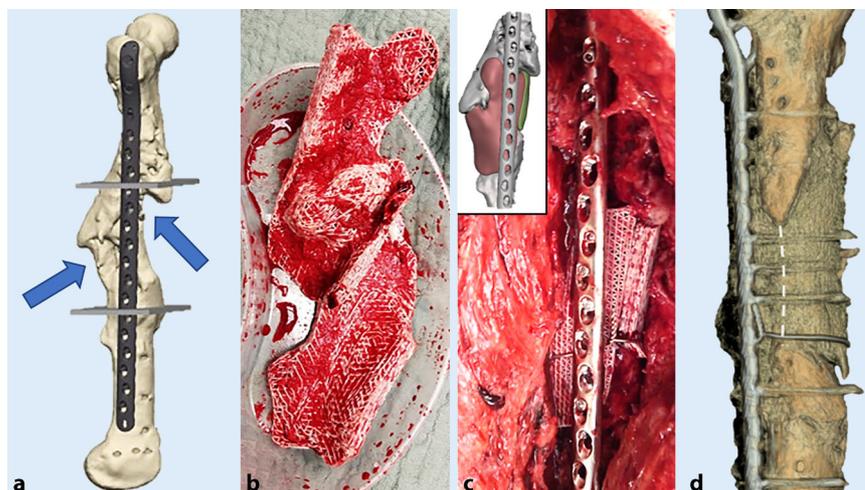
▲ Behandlung eines femoralen Knochendefekts mit modularen (zweiteiligen) patientenspezifischen, 3D-gedruckten, biologisch abbaubaren Scaffolds nach dem Konzept des gerüstträgerbasierten Knochen-Tissue-Engineering (SGBR). 3D-Rekonstruktion von Computertomographie(CT)-Bildern, die einen komplexen Femurdefekt infolge einer Mehrfragmentfraktur mit verheiltem Femur in Fehlstellung zeigen (a, *blaue Pfeile*). Zwei geometrisch angepasste 3D-gedruckte biologisch abbaubare Knochen-Scaffolds, die mit autologem Knochen-Transplantat beladen waren, wurden implantiert (b). Der korrekte Sitz der Knochen-Scaffolds im Knochendefekt gemäß der präoperativen Planung (siehe *Inset* in c) wurde intraoperativ bestätigt (c). 3D-Rekonstruktion der CT-Aufnahme 7 Monate nach der Implantation der Knochen-Scaffolds mit Knochenregeneration, die die erfolgreiche Behandlung des komplexen Knochendefekts nach dem SGBR-Konzept zeigt (d). (Quelle: Abbildung angepasst aus der Referenz [2])
